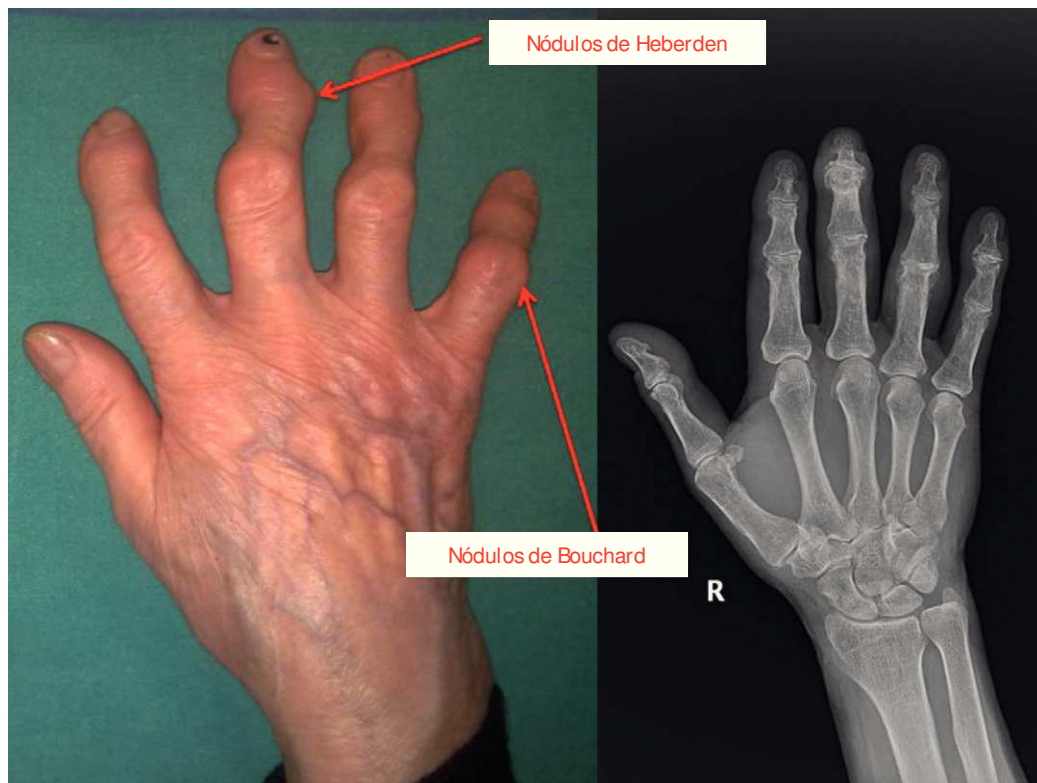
Mano y radiografía con artrosis donde se aprecian la deformidad y los nódulos.
